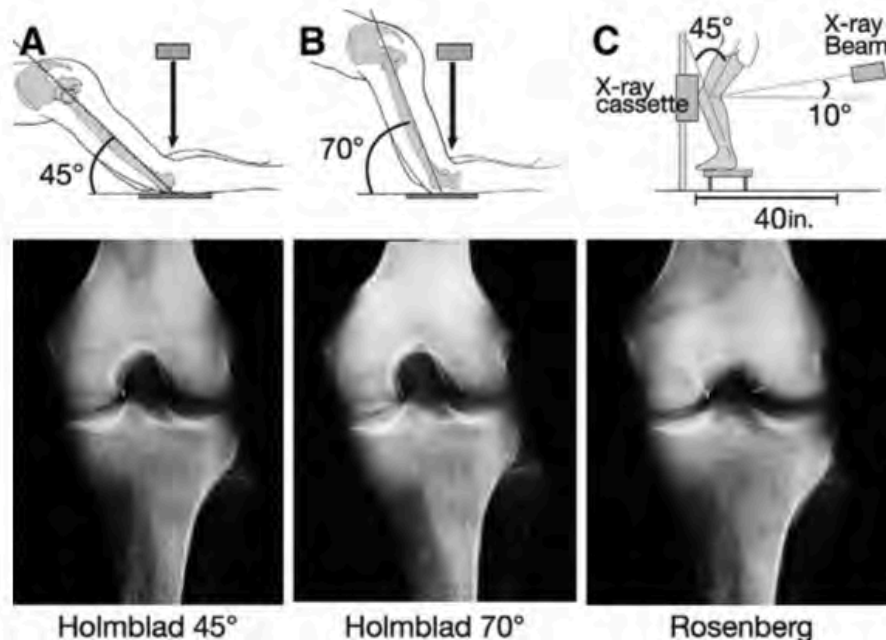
(A) la vista de Holmblad a 45 °, (B) la vista de Holmblad a 70 °, y (C) la vista de Rosenberg con las correspondientes radiografías de bario mostrando el contorno de la muesca intercondilar. El tamaño y la forma de la muesca intercondilar se cambian por la posición requerida para el 3. Allen F. Anderson, Radiographic Measurements of the Intercondylar Notch: Are They Accurate?, *Arthroscopy: The Journal of Arthroscopic and Related Surgery*, Vol 23, No 3 (March), 2007: pp 261-268
